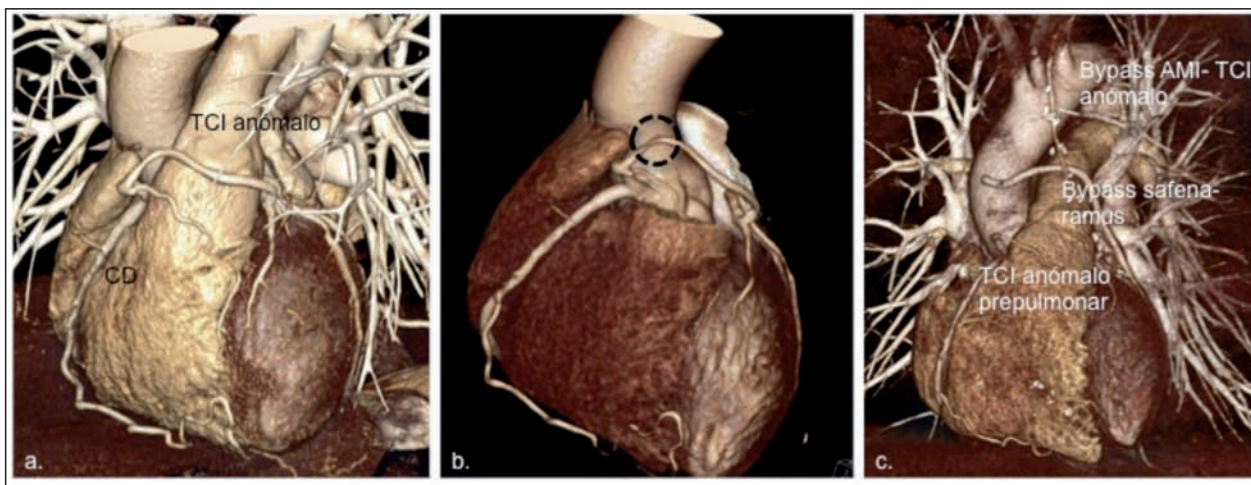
TC de 64 detectores con adquisición prospectiva. (a, b) prequirúrgico con TCI anómalo de curso prepulmonar con lesión en segmento proximal (círculo de puntos); (c) Postquirúrgico con doble bypass coronario.
